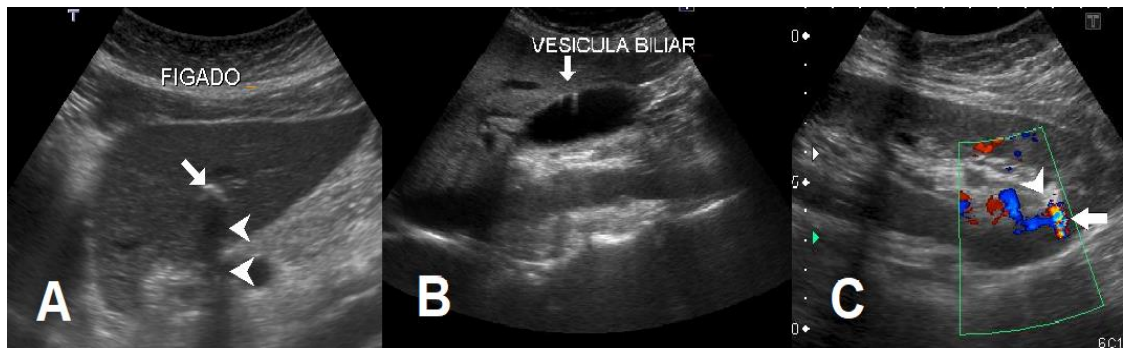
Artefatos em ecografia: em A identifica-se foco ecogênico no parênquima hepático (seta) determinando sombra acústica posterior (cabeça de seta) caracterizada como calcificação hepática em tomografia computadorizada posterior (não incluída). Em B identifica-se artefato em cauda de cometa (seta) na parede da vesícula biliar sugestiva de adenomiomatose. Em C identifica-se o artefato em twinkle (seta) em cálculo renal (cabeça de seta).
